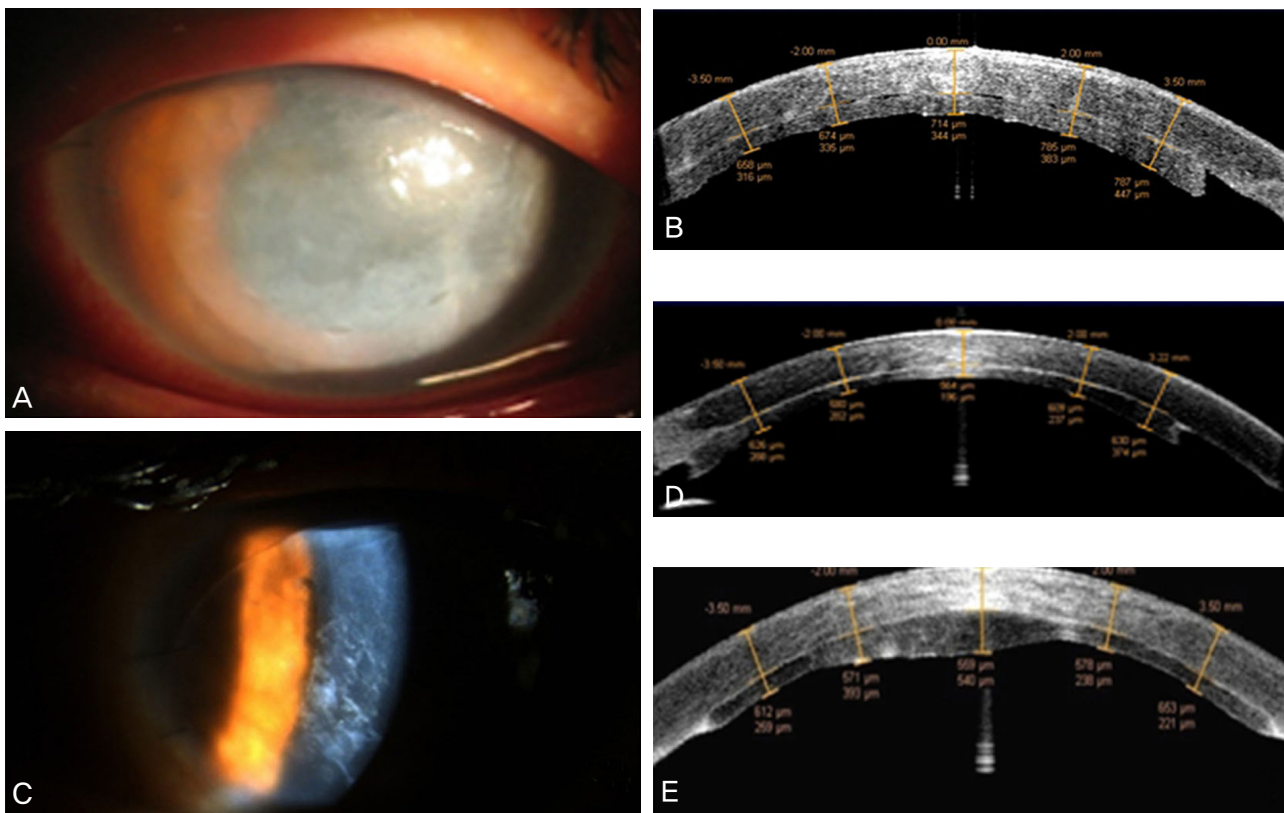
Slit lamp photograph after air injection into the anterior chamber of patient 6 showing corneal edema and previous stromal puncture sites (A). The high resolution anterior segment optical coherence tomography showed that interface space still remained in this patient (B). Slit lamp photograph of patient 7 showing the white interface opacity between the recipient's cornea and the donor disc (C). The anterior segment OCT of the same patient showed the thickness at the vertex and at 2.0 mm and 3.5 mm on each side of the vertex (D). The high resolution anterior segment optical coherence tomography of patient 5 showed thickened posterior corneal disc center which was suspected to be caused by the donor disc being cut unevenly at the time of operation (E).
